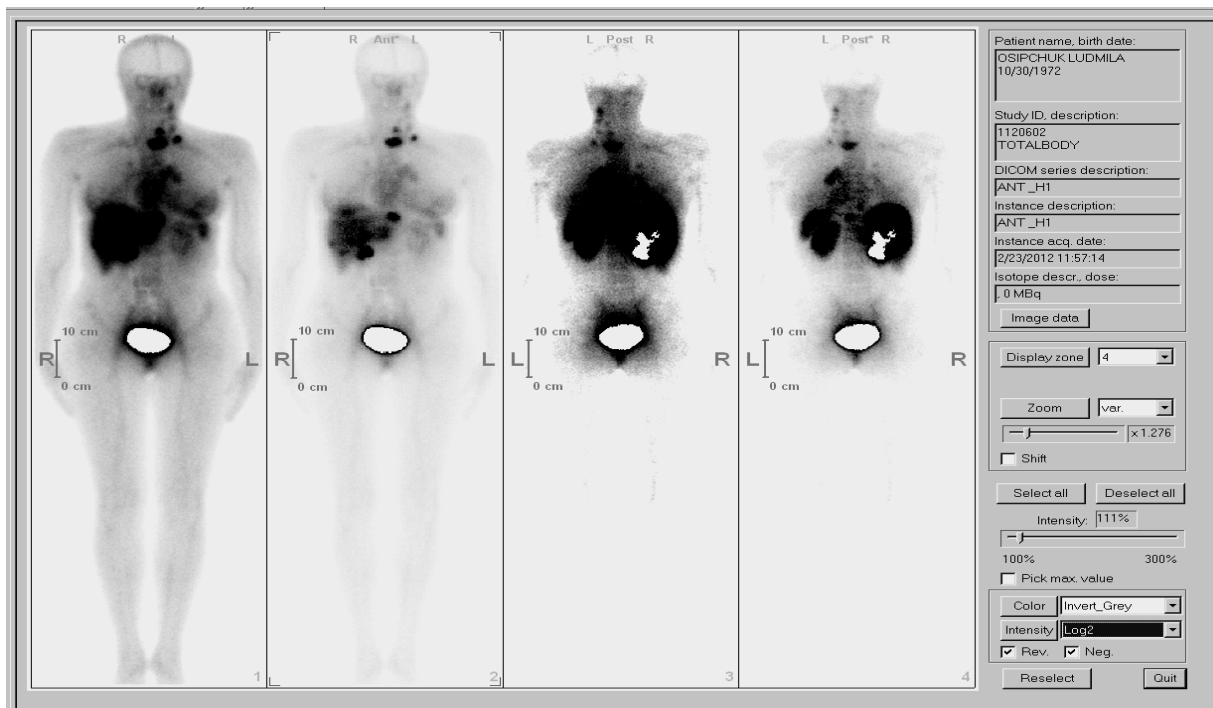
Больная О., сцинтиграфия всего тела с ^{99m}Tc(V)-DMSA. Множественные очаги гиперфиксации препарата в проекции шеи, средостения, печени, легких, левого легкого, в парааортальной области на уровне диафрагмы
